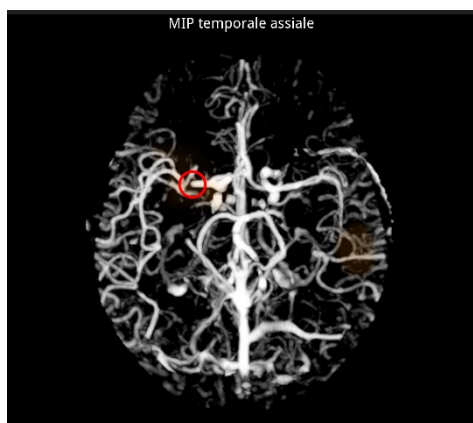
MIP temporale assiale del modulo e-CTA, in rosso evidenziata la sede di occlusione, in arancione sono evidenziati i circoli collaterali.
